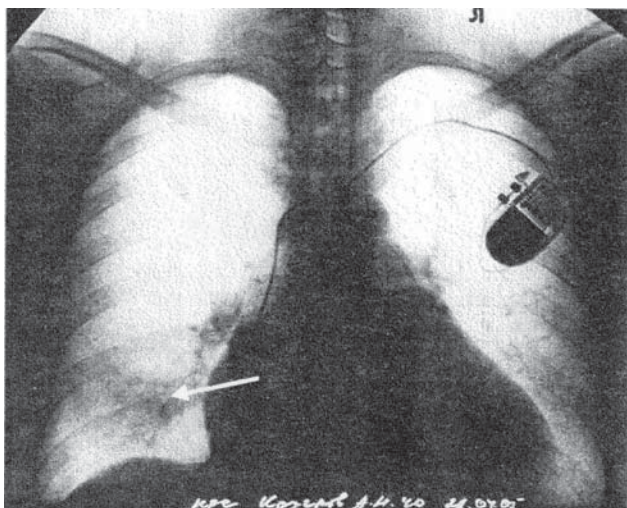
Рентгенограмма пациента К. при поступлении. Признаки правосторонней нижнедолевой пневмонии
